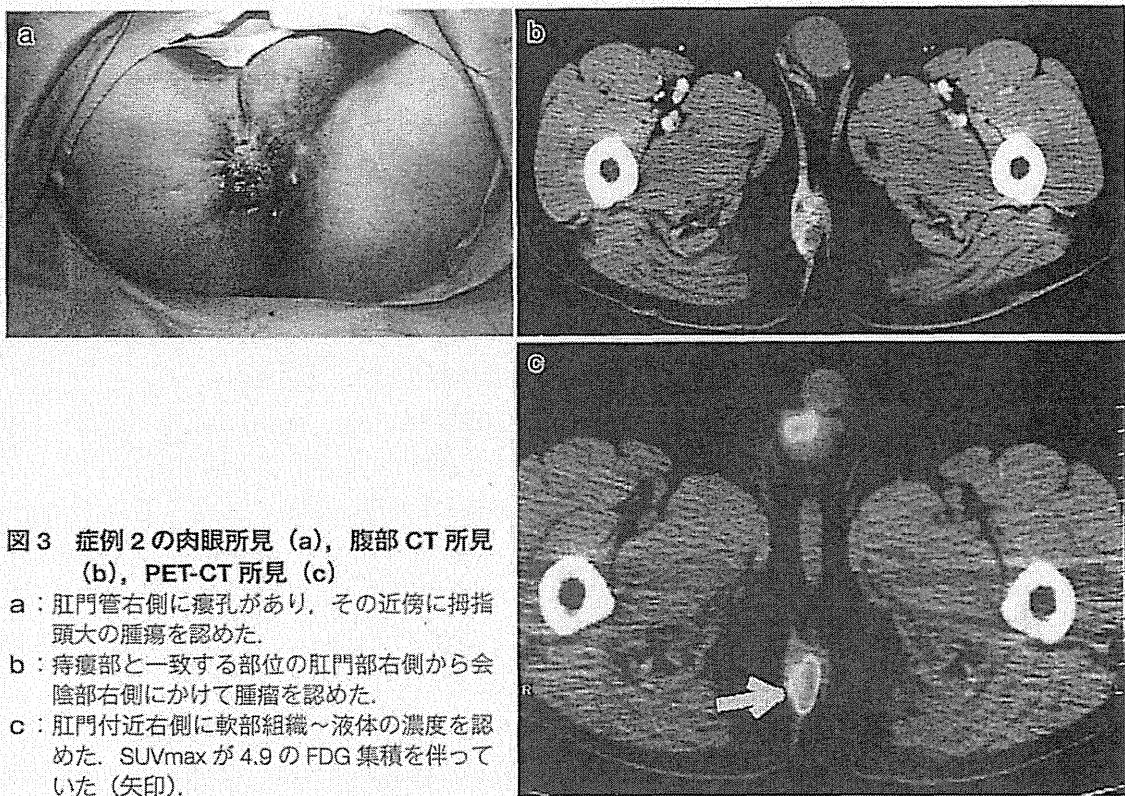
症例2の肉眼所見(a), 腹部CT所見(b), PET-CT所見(c)
